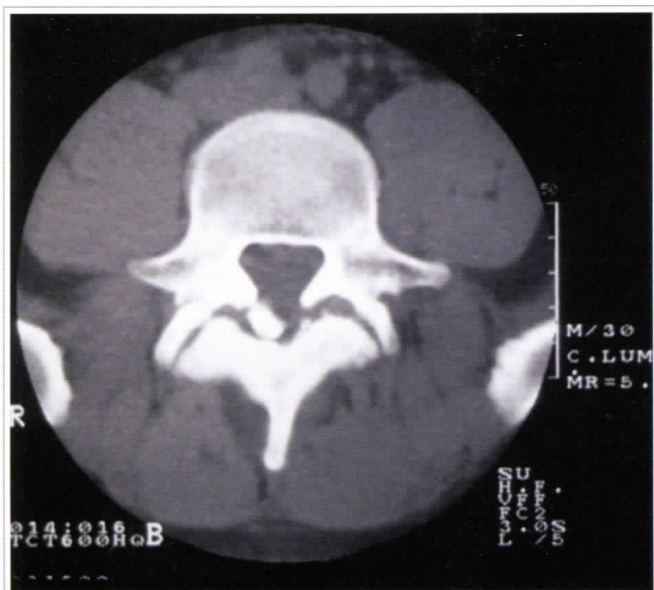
TC de una espondilólisis ístmica
